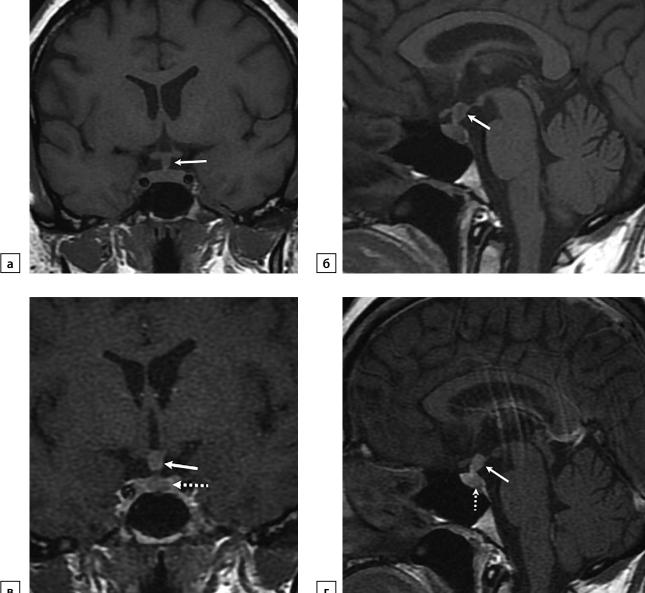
Пациентка Б., 35 лет, с жалобами на головную боль, прибавку в весе, нечеткость зрения, жажду. Вторичный гипофизит на фоне АКТГ-продуцирующей аденомы гипофиза. По данным МРТ: а) Т1-ВИ, корональный срез; б) Т1-ВИ, сагиттальный срез; в) Т1-ВИ, постконтрастный корональный срез; г) Т1-ВИ, постконтрастный сагиттальный срез. Определяется утолщение воронки (стрелка), при контрастном усилении отмечаются неоднородность накопления контрастного вещества воронкой гипофиза и наличие в структуре аденогипофиза аденомы (пунктирная стрелка).
